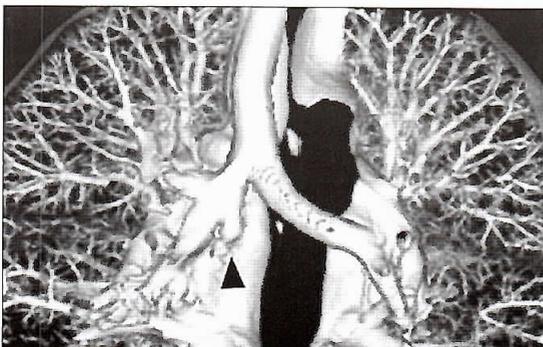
TC corte axial que demuestra bronquio cardíaco accesorio (flecha) que nace de la pared medial del bronquio intermedio, con un curso paralelo a éste.
